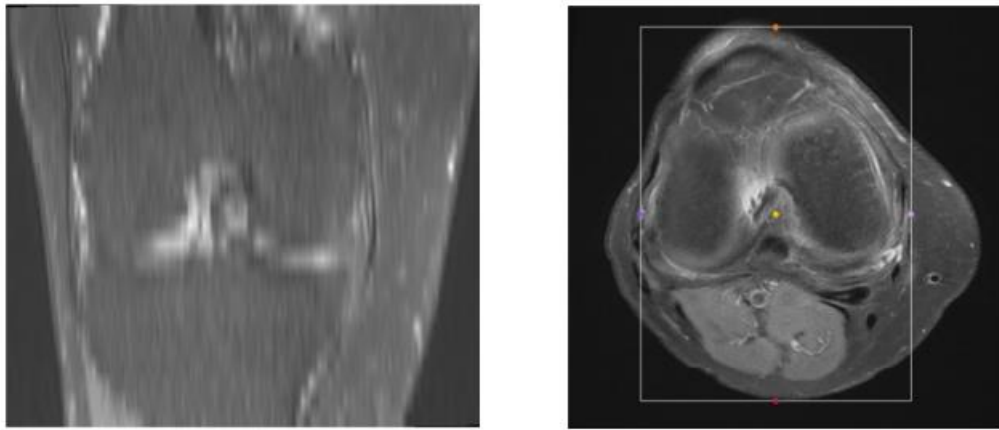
CT-Scan Lutut Arthritis[21]
